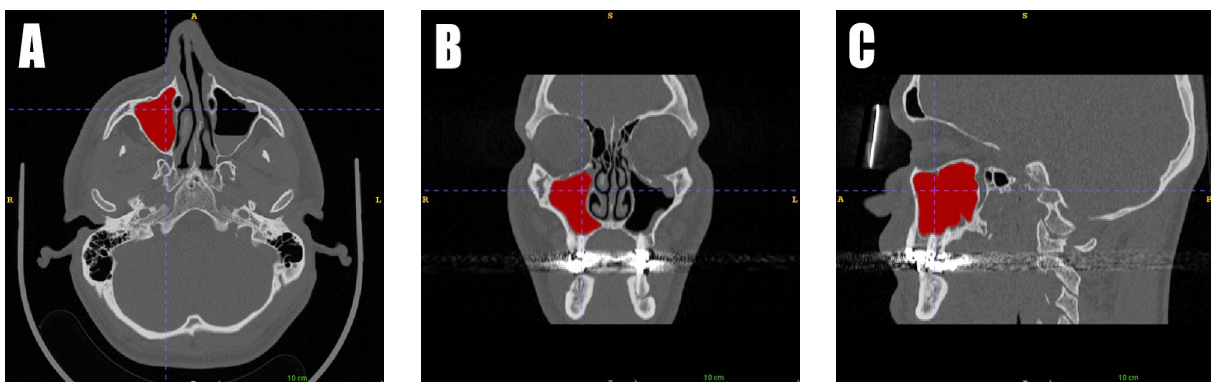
CT-Aufnahme mit wenig dislozierter Orbitabodenfraktur links in (A) axialer, (B) koronaler und (C) sagittaler Ansicht dargestellt mit rechtsseitig gemessenem Volumen (rot)
